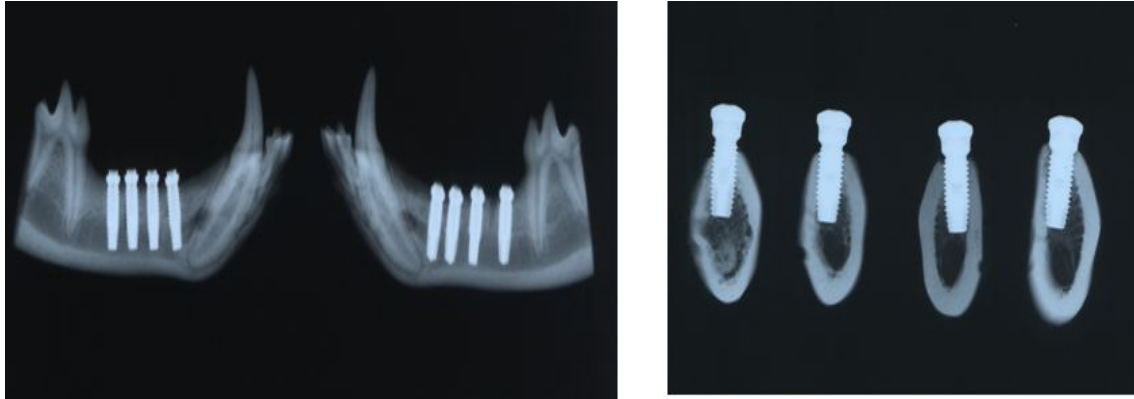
Implant axis was defined by bucco-lingual x-ray taking, and mesio-distal X-ray taking was done after each implant was sectioned in bucco-lingually.
